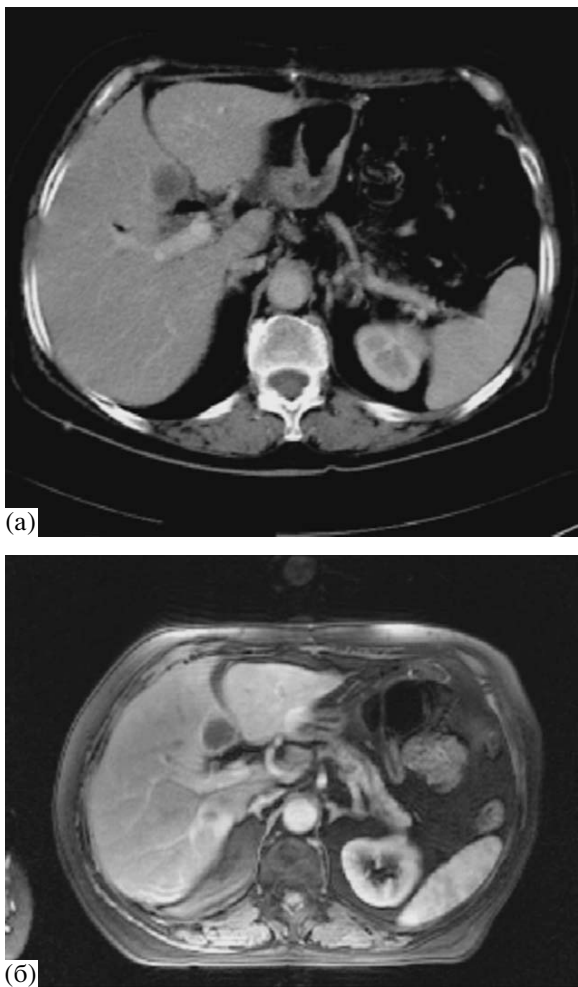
Томограммы больного А. 62 лет. а – компьютерная. Артериальная фаза контрастирования. В IV сегменте печени – метастатический очаг с симптомом “ободка” по периферии; б – магнитно-резонансная в аксиальной проекции. T1-взвешенное изображение. Артериальная фаза контрастирования. Дополнительный метастатический очаг на границе VII и I сегментов, не определяемый при КТ. Симптом “ободка” по периферии метастатических очагов.
